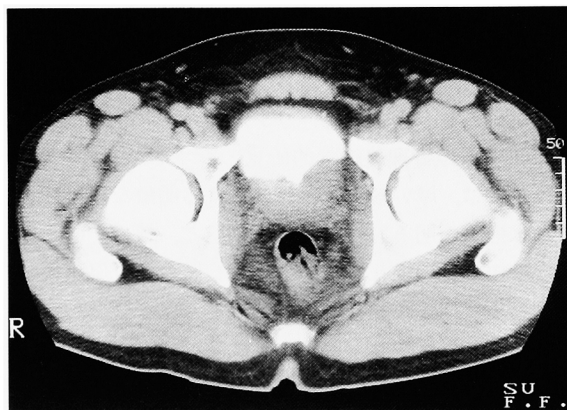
Pelvic enhanced CT showed a tumor at posterior wall in the bladder.
